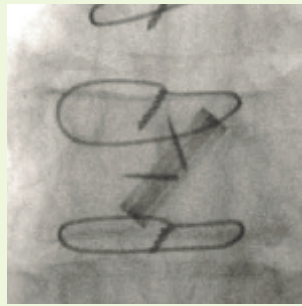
Röntgenomlysning visade att en av de två mekaniska klaffskivorna stod helt stilla i halvt uppfällt läge.
